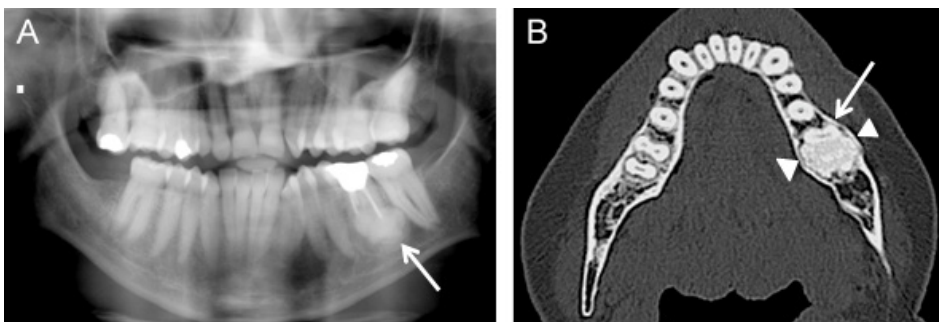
Odontoma composto. Ortopantomografia (A) e imagem axial de TC, em janela óssea (B) do mesmo doente, mostram uma lesão esclerótica na transição do corpo para o ramo ascendente esquerdo da mandíbula (setas), rodeando a raiz do dente 3.6. Embora não na localização mais típica, em (B) esboçam-se pequenos elementos odontogênicos periféricos no interior da lesão (cabecinhas de seta) que sugerem tratar-se de um odontoma composto.
